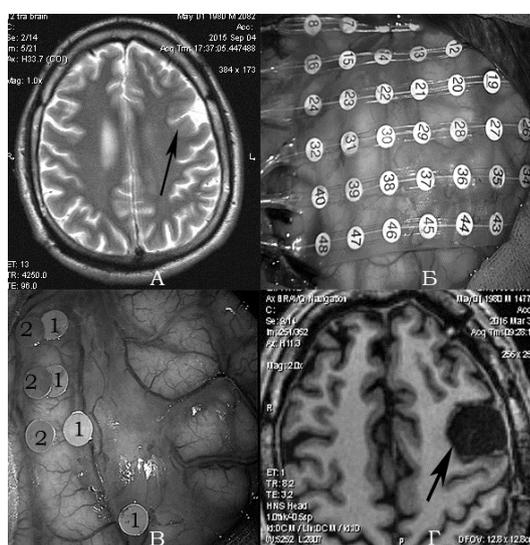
Резекция фокальной корковой дисплазии с интраоперационной кортикографией и прямой корковой стимуляцией. А – дооперационное МР-исследование, область дисплазии отмечена стрелкой. Б – расположение кортикографических электродов в проекции ФКД и прилежащих участках коры, В – результаты определения источника эпилептической активности (соответствующие метки отмечены цифрой 1) и зоны речевого ареста (метки отмечены цифрой 2), Г – послеоперационная МРТ после тотальной резекции ФКД (область резекции отмечена стрелкой)
